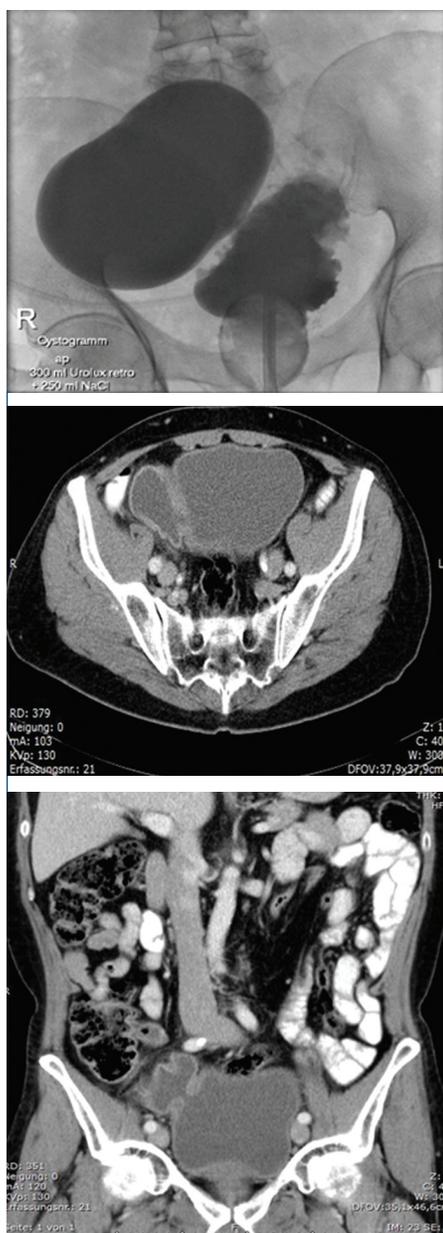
(Fall N1): MCU- und CT-Abdomen präoperativ.
